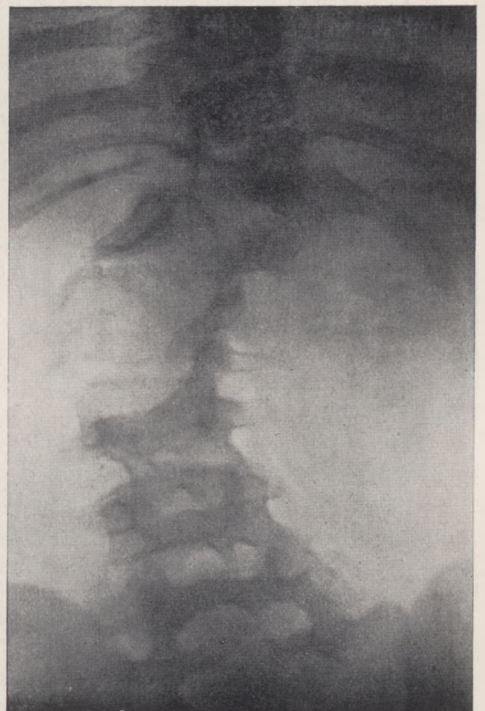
Angeb. Skoliose (Wirbelspalt). (Röntgenbild von Fig. 8.)
